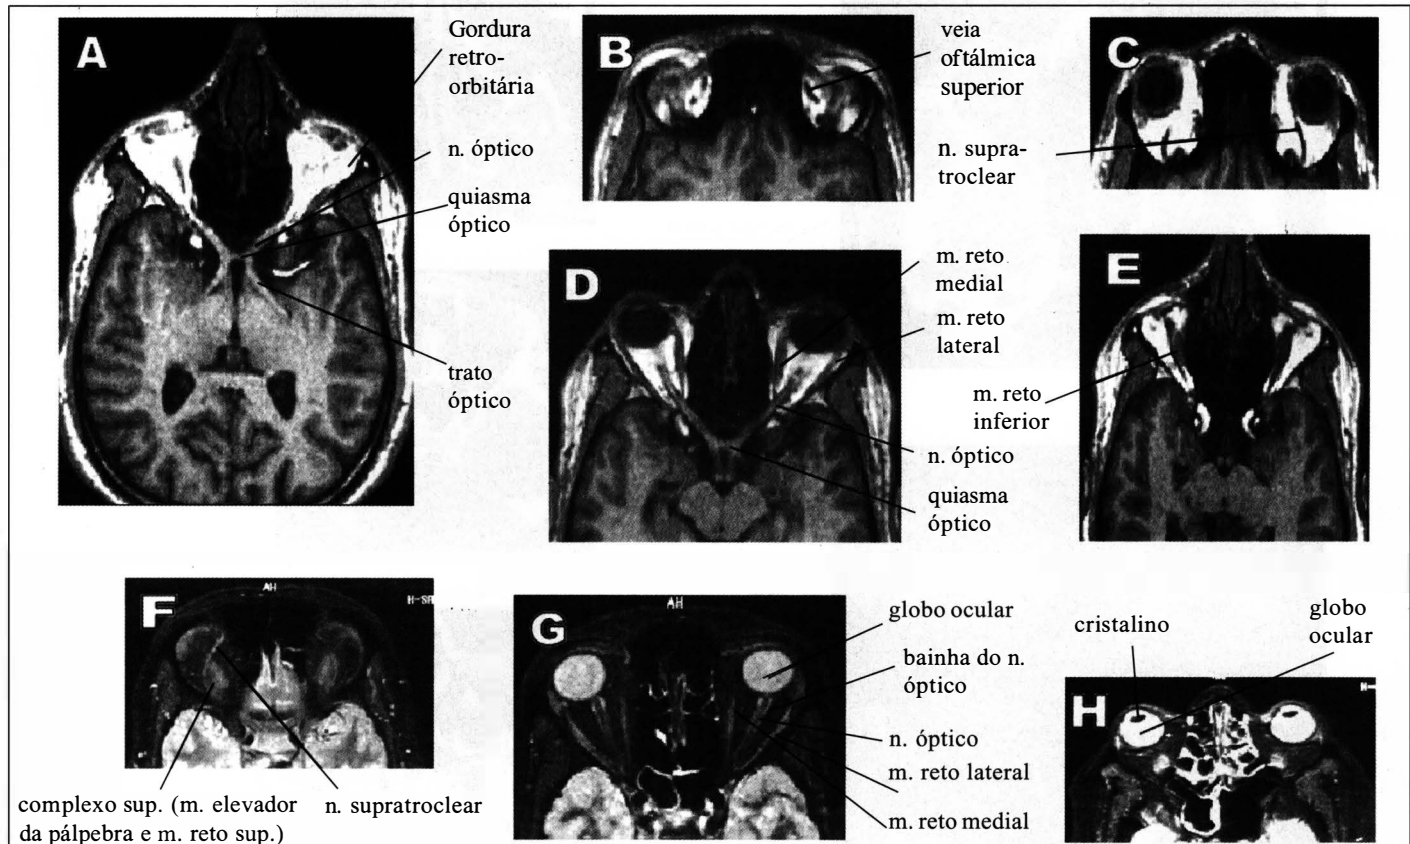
Imagens de RM de órbita normal. (A) à (E) imagens ponderadas sem subtração de gordura, que aparece com sinal forte; (F) à (H) imagens com subtração de gordura, desaparecendo o sinal hiperintenso retrobulbar, melhorando a visibilidade das estruturas; Em (A), (B), (C), (D), (E) e (F) o corpo vítreo aparece escuro por serem imagens ponderadas em T1: Em (G) e (H) o corpo vítreo fica branco por serem imagens ponderadas em T2.
